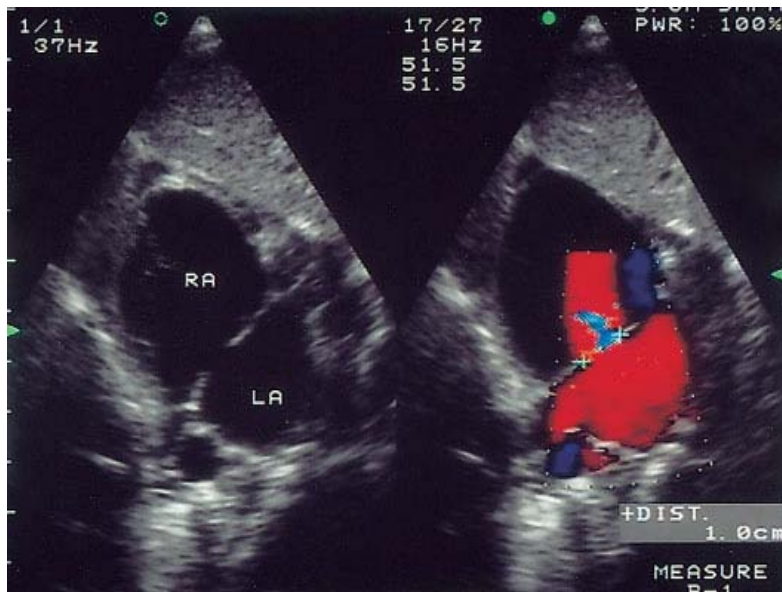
Echo bei ASD II. Farbdopplersonographische Darstellung des Shuntflusses vom linken (LA) in den rechten (RA) Vorhof (Sitzmann 2003, S.336)
